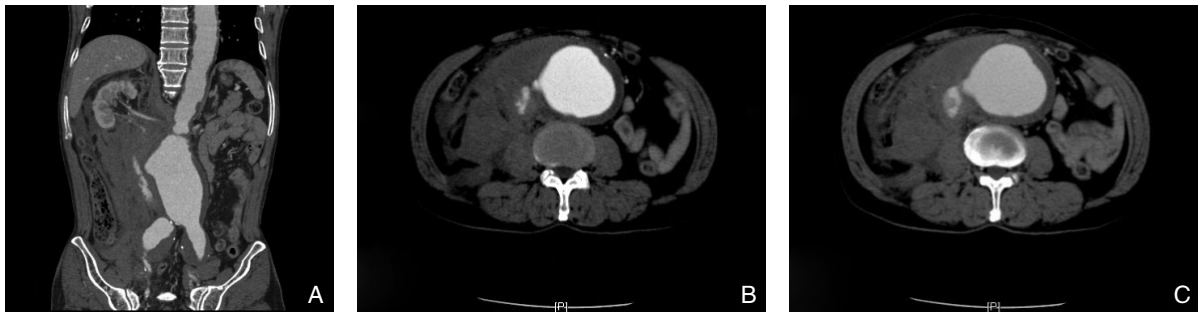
rAAA 的 CT 图片 A: MPR 重建图片; B: 动脉期断层片; C: 静脉期断层片
